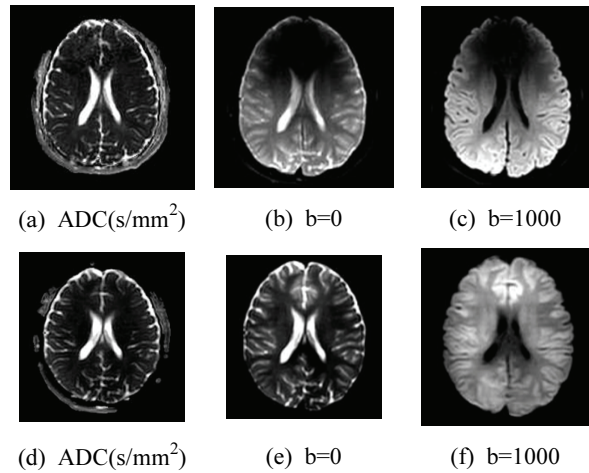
Magnetic susceptibility artifact with occurring two methods. a, b, c. SE-EPI images(ADC, b=0, 1000), d, e, f. SSH-TSE(ADC, b=0, 1000). SE-EPI image shows a signal los artifact(n/2) at superior Frontal lobe in DWI.
